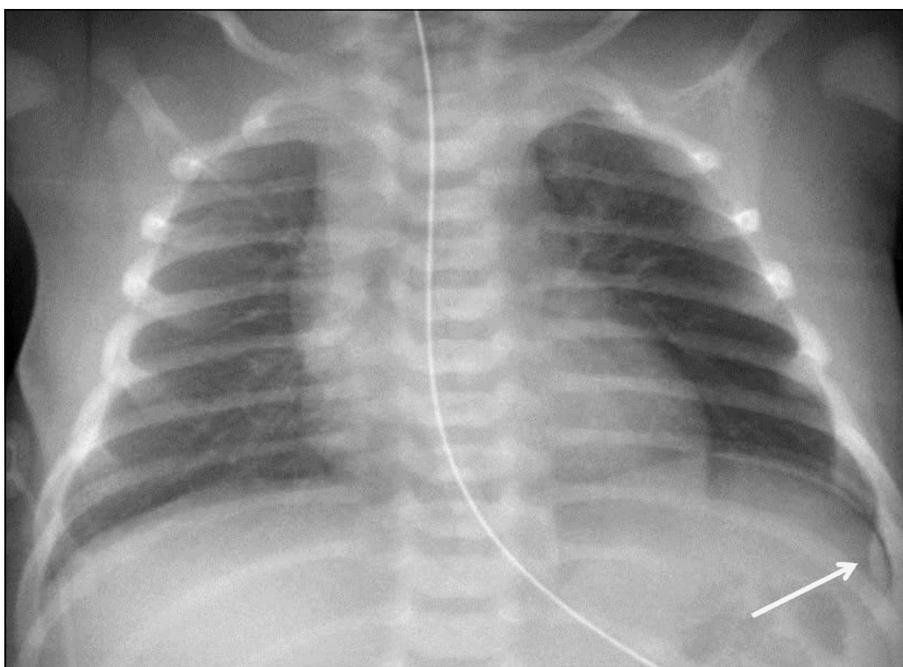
Radiografía de tórax AP portátil.
